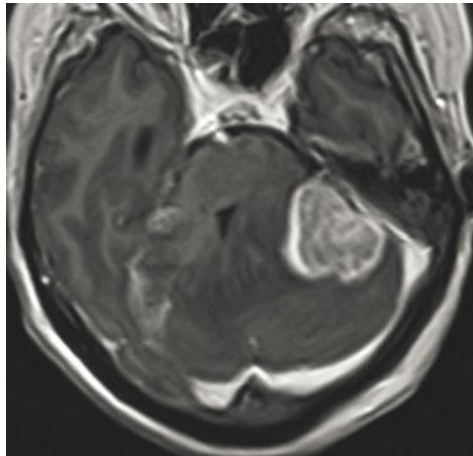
IRM en T1 Métastase d'un Kc du sein
